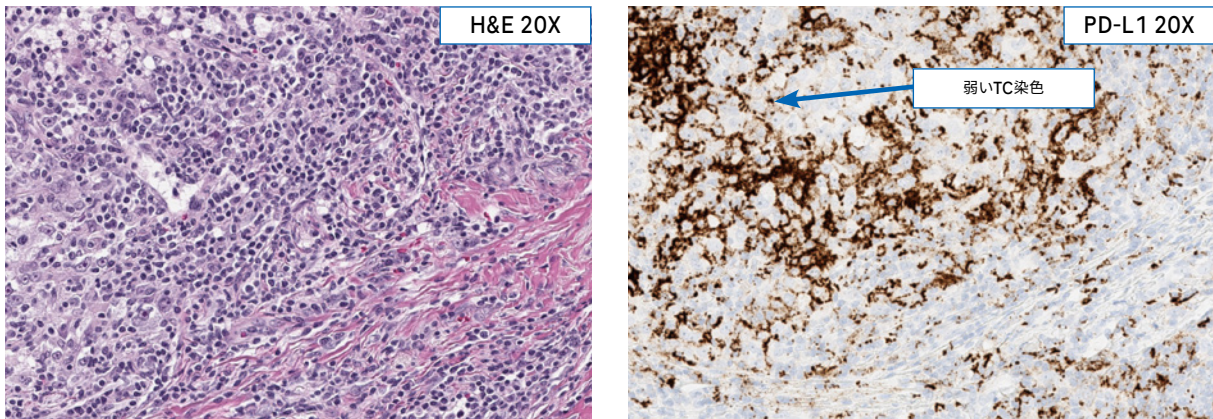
細胞膜への弱いTC染色が観察される場合、確認のために高倍率での観察を行う。H&Eスライドで腫瘍細胞内に免疫細胞が確認され、弱～中程度のTC染色が濃いIC染色とともに認められる場合、腫瘍細胞内および間質の両方におけるICを評価する必要がある。
